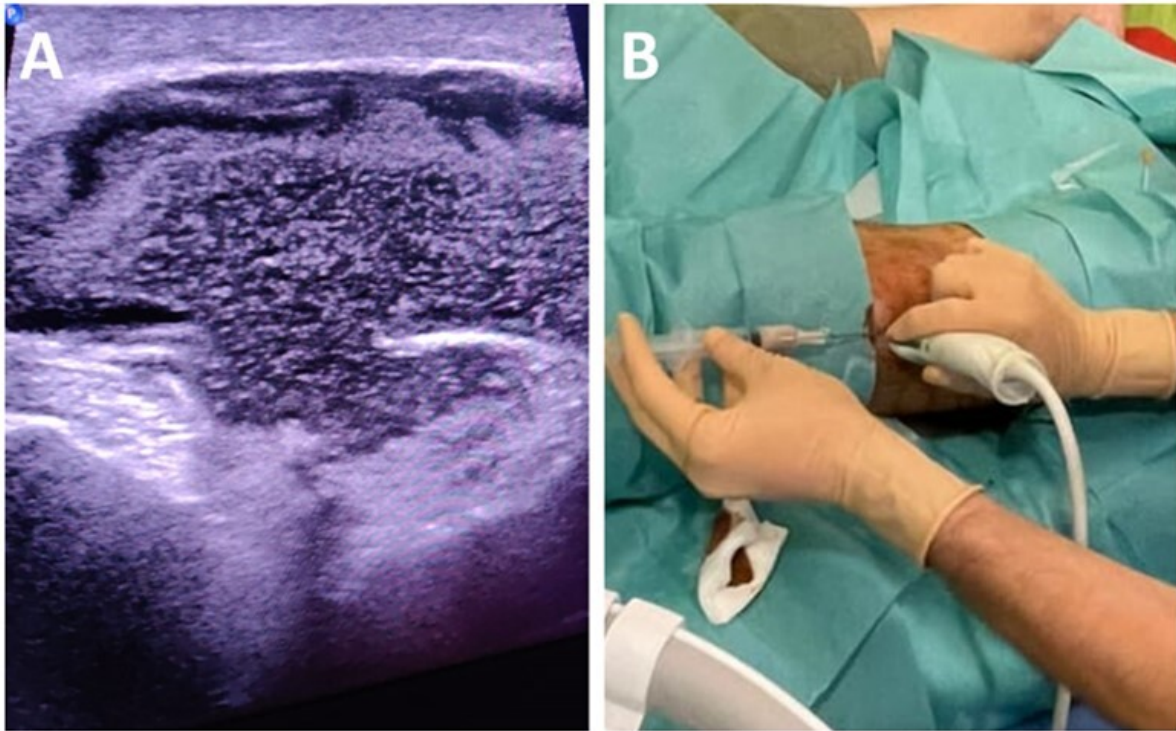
Ecografía realizada en urgencias donde se observa colección en planos musculares de la región anterolateral de la pierna derecha con extensión a través de la fascia a plano subcutáneo (A) y drenaje con punción ecoguiada de la colección (B).
